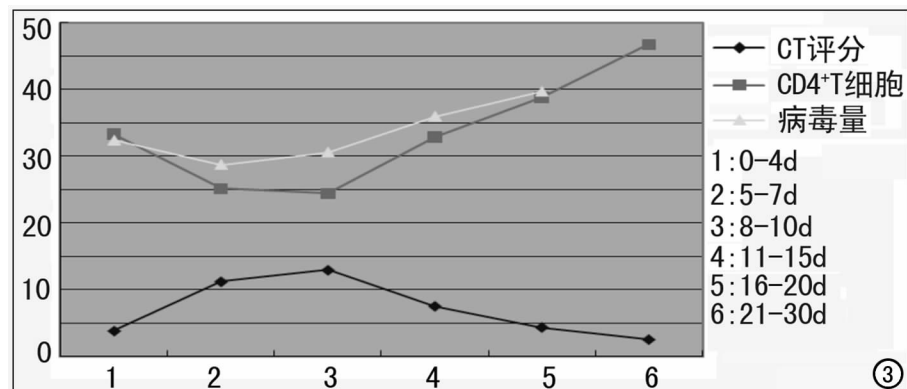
病毒载量、 $CD4^+$ T 淋巴细胞、CT 评分三者变化曲线。
